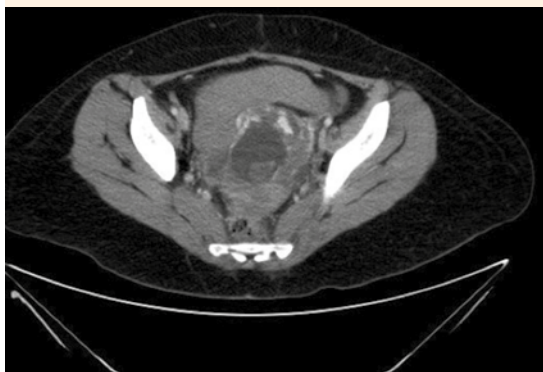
Tomografía abdominopélvica, corte axial, que evidencia un embrión dentro del saco gestacional.
